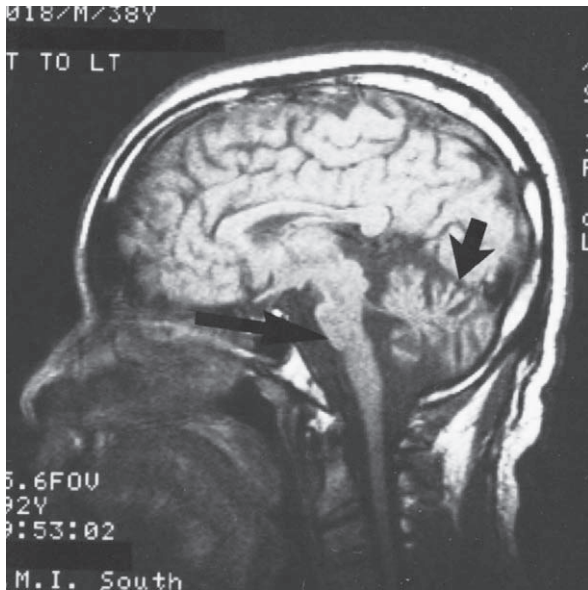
Atrofia olivopontocerebelosa. MRI en el plano sagital que muestra tanto atrofia del vermis (flecha corta) como pequeñez del puente (flecha larga). (Tomada de Bisese JH: *Cranial MRI*, New York, McGraw-Hill, 1991, con autorización.)
